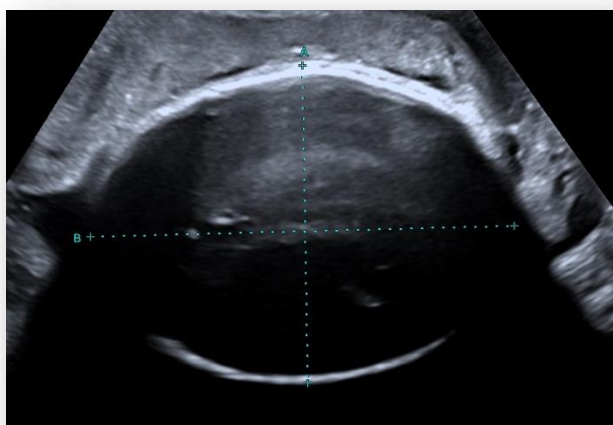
Neurosonografía transabdominal
